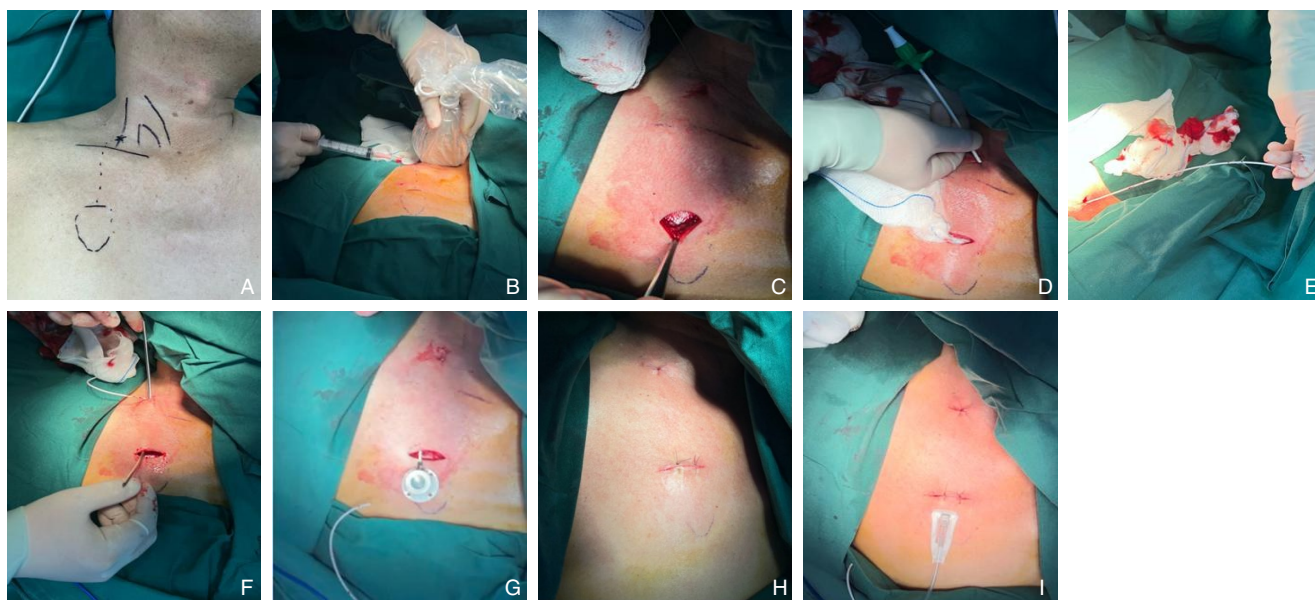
胸壁港植入 A: 胸壁经颈静脉输液港术前标记, 标记锁骨、胸锁乳突肌胸骨头、锁骨头, 标记穿刺点和囊袋位置; B: 超声引导下后入路穿刺颈内静脉置入导丝; C: 按术前标记制作囊袋; D: 经导丝置入可撕脱鞘管; E: 经撕脱鞘置入导管; F: 使用隧道器将导管自颈部切口引导至囊袋; G: 连接港体, 置入囊袋; H: 缝合手术切口; I: 无损伤针刺并封管
